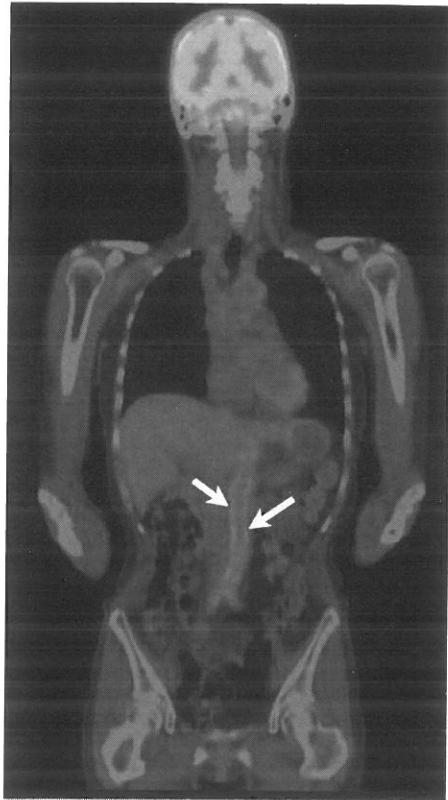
大動脈炎症候群における腹部大動脈壁の炎症所見（PET-CT検査）
